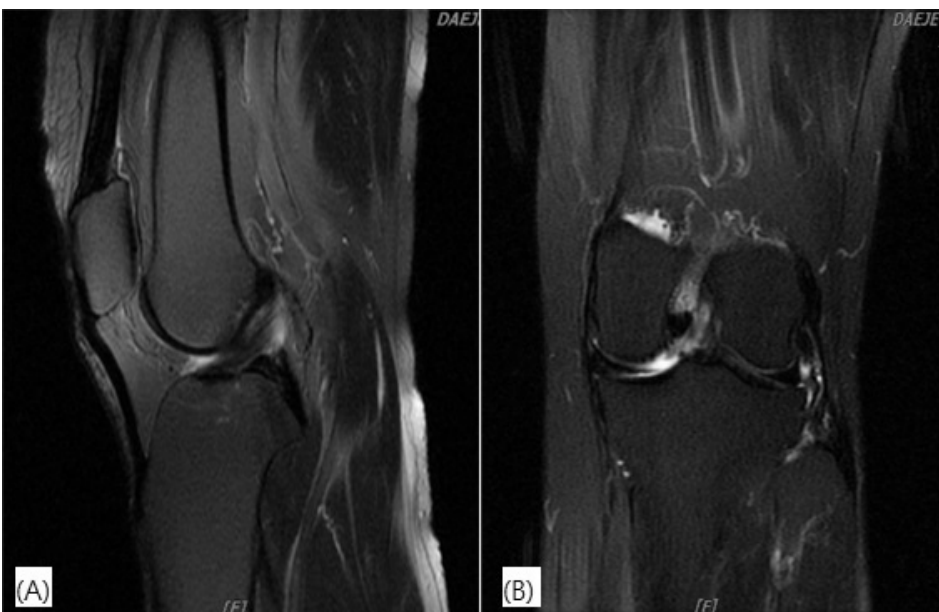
MRI of Left knee T2. (A) Sagittal view, (B) Coronal view.
